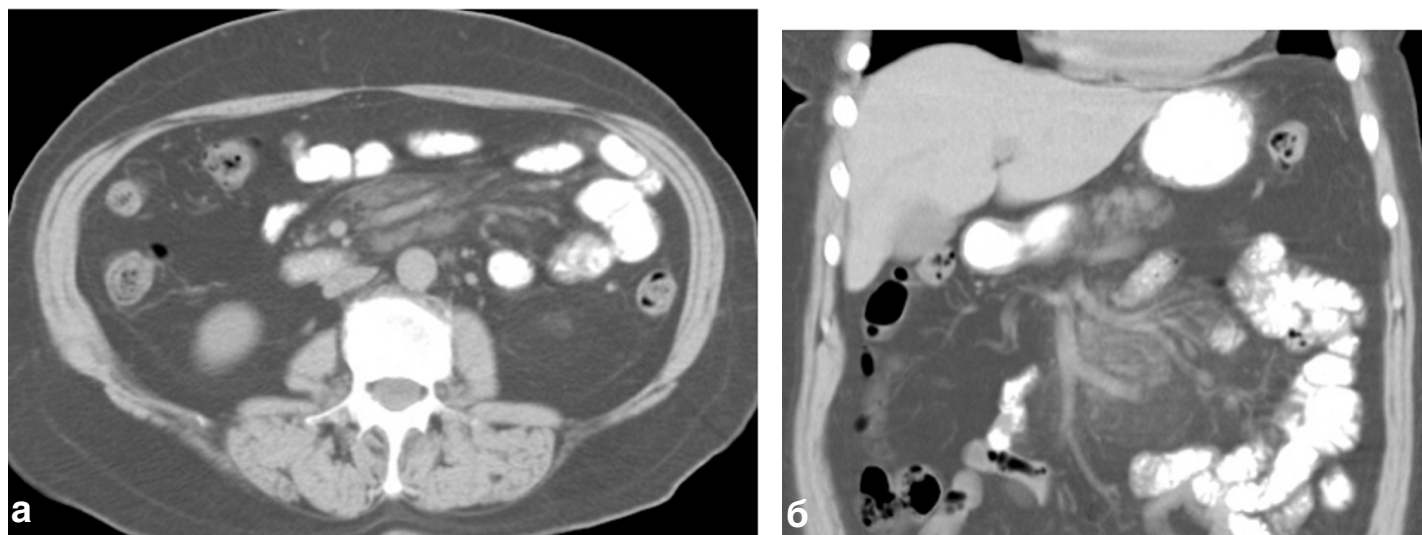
Склерозирующий мезентерит с преимущественно фиброзными изменениями брыжейки. Компьютерная томограмма (а) и фронтальная реконструкция (б) абдоминальной области у пациента Р., 62 года. Мягкотканые узлы в корне брыжейки, сохранные прослойки жира между узлами и сосудами. Фрагментарно прослеживается псевдокапсула.
